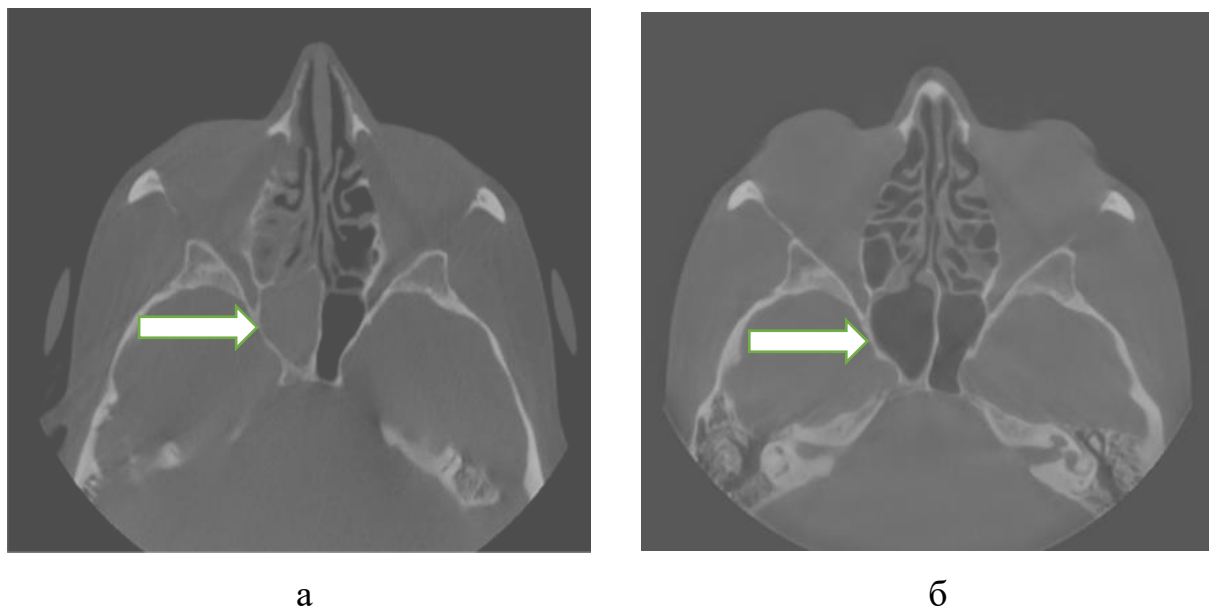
КТ околоносовых пазух: а - тотальное затенение правой клиновидной пазухи, б – восстановление пневматизации правой клиновидной пазухи через 2 месяца после операции.
